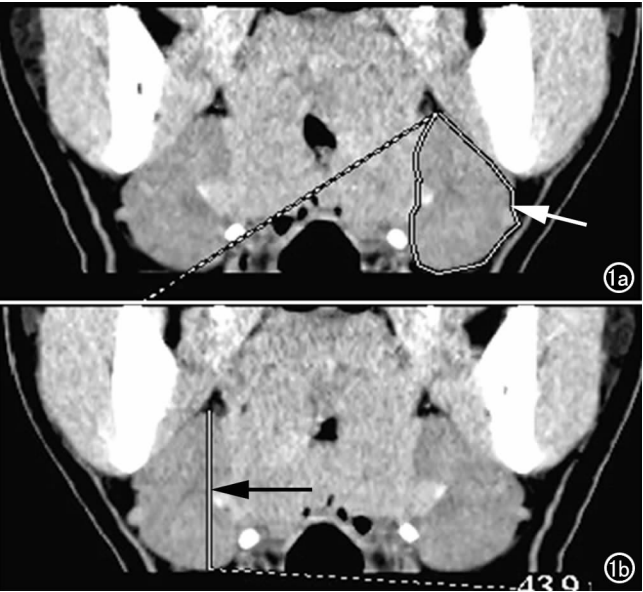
正常人颌下腺 CT 扫描。a) 冠状面重组图像示冠状面最大截面积(箭); b) 冠状面重组图像示冠状面上下径的大小(箭)。
